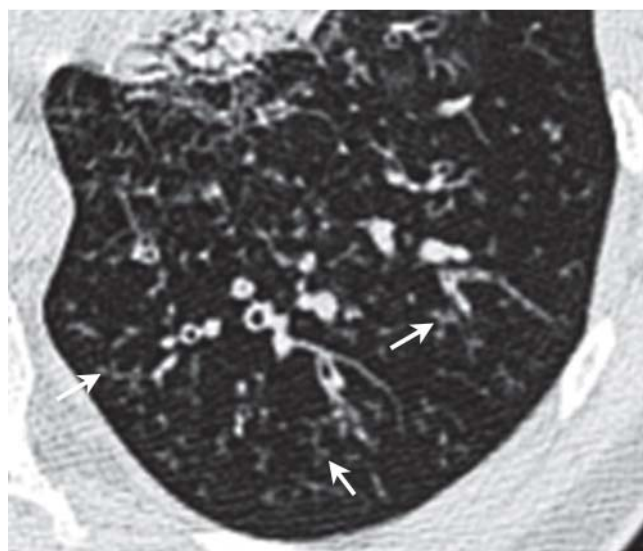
CT mit Tree in bud-Muster (Pfeile).
